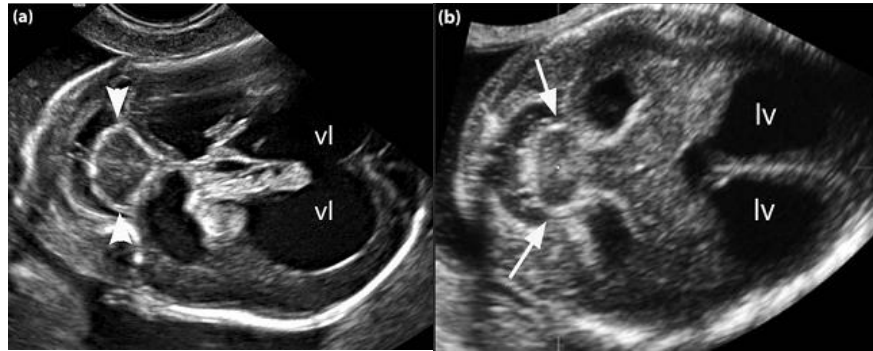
Hội chứng Joubert ở thai 26 tuần 4 ngày. a- Mặt cắt ngang dấu hiệu molar tooth đầu mũi tên. b- Mặt cắt vành. c- Mặt cắt ngang thì T2 của MRI. d- Mặt cắt vành thì T2 của MRI. e- Mặt cắt ngang não thất 4 thì T2 của chụp cộng hưởng từ. f- Mặt cắt dọc thì T2 của chụp cộng hưởng từ. Nguồn: Pugash D và cộng sự 2011 [73]
